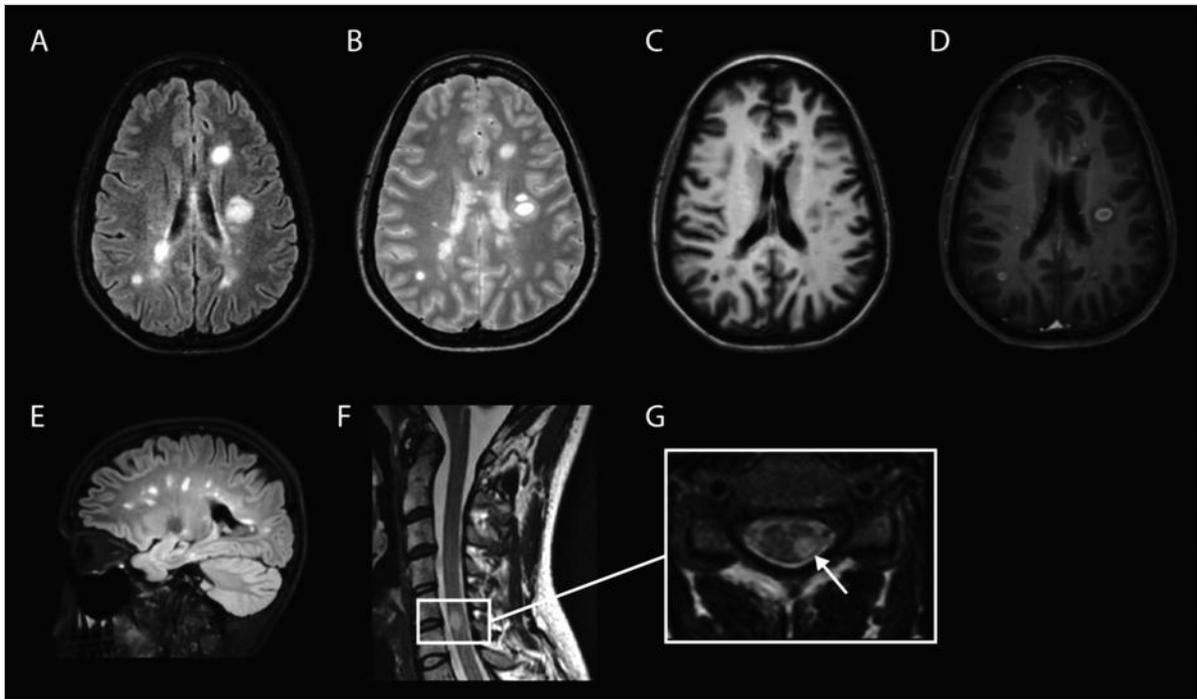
Typische Befunde in der MRT-Bildgebung bei Patienten mit Multipler Sklerose. A–E Zerebral multiple, ovalär konfigurierte Läsionen in periventrikulärer und juxtakortikaler Lage. Läsionen erscheinen hyperintens in T2-FLAIR (A: axial, E: sagittal) und T2 (B: axial) und hypointens in nativer T1-Sequenz (C: axial). Aktive, schrankengestörte Läsionen stellen sich nach Gadolinium-Gabe hyperintens in T1 (D: axial) dar. F–G: Halswirbelsäulen-MRT, T2-Sequenz; meist kurzstreckige (F), T2-hyperintense Läsionen in lateraler Lage (G, axial, Pfeil). (Quelle: Prof. Dr. med. C. Zimmer, Abteilung für Neuroradiologie, Klinikum rechts der Isar der TU München)
